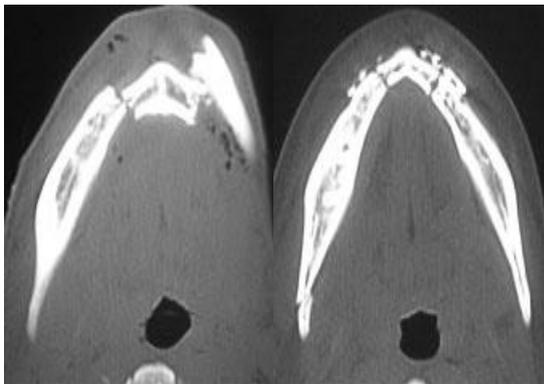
Tomografía en la que se observa una fractura bilateral de mandíbula, con compromiso latente de la vía aérea. Se realizó un tratamiento definitivo con placas y tornillos de titanio.
